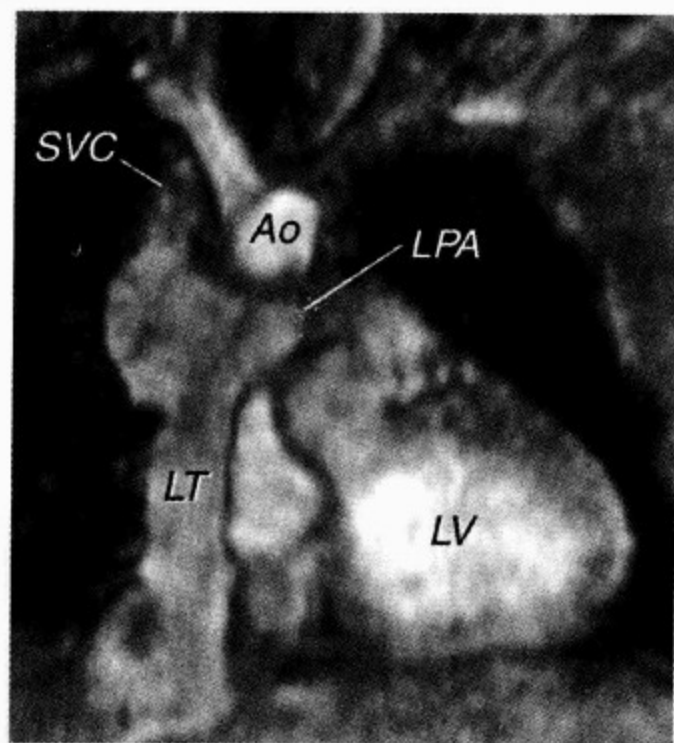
侧壁通道(LT)与完全腔肺吻合患者的MRI电影
